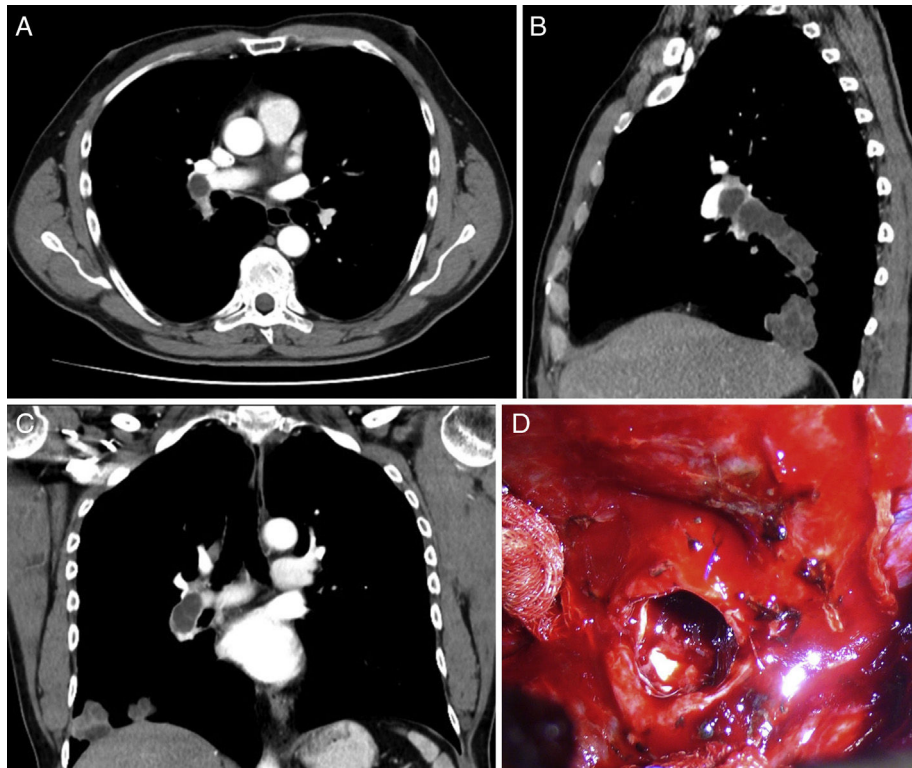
TAC torácico que demuestra la presencia de imágenes nodulares hipodensas en el interior de la arteria pulmonar derecha, sugerentes de quistes en cortes axial, sagital y coronal (A-C). Hallazgos operatorios tras clampaje de arteria pulmonar derecha y arteriotomía de la rama lobar inferior, en cuyo interior se evidencian membranas hidatídicas (D).
